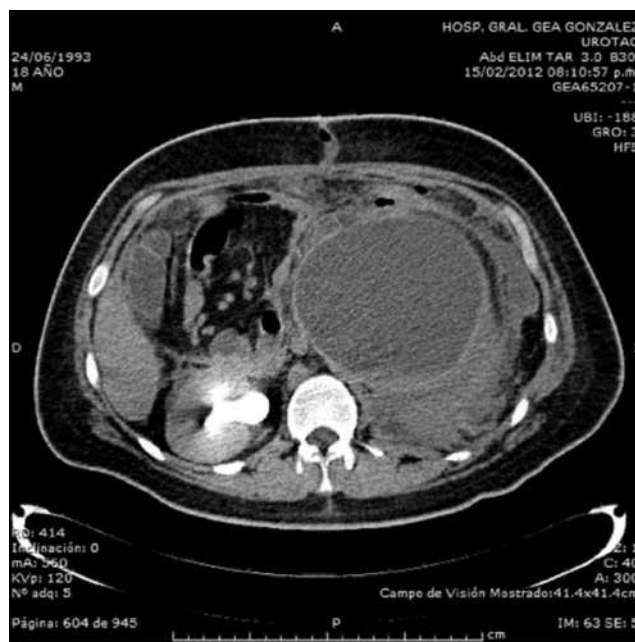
Tomografía preoperatoria, fase de eliminación, con retardo en eliminación lado izquierdo.
